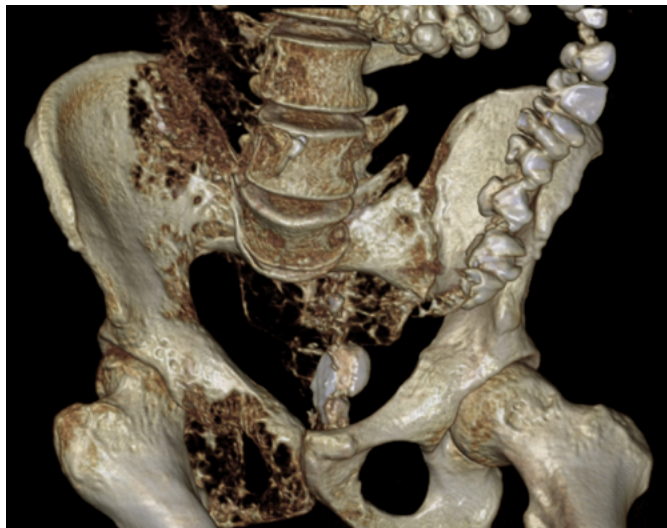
CT pánve (3D rekonstrukce) – osteolytické změny pánve vpravo
